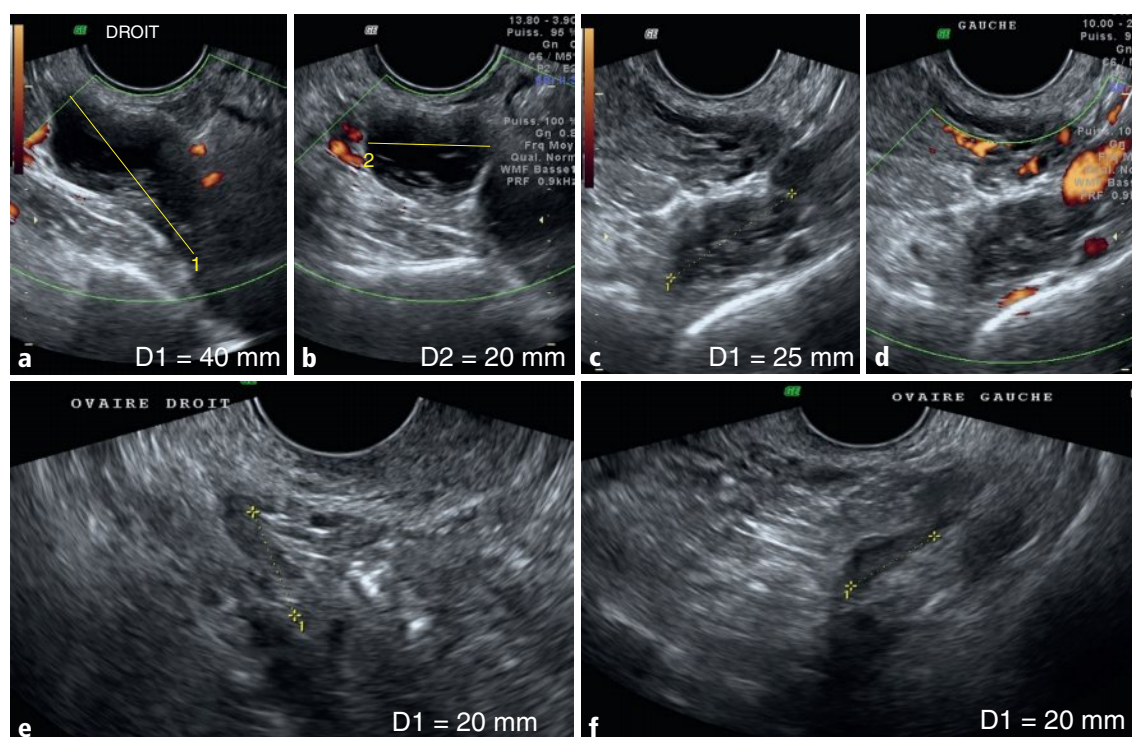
a-f Coupes pelviennes droite postérieures sagittale oblique (a) et axiale (b) en mode Doppler énergie, pelvienne gauche postérieure sagittale oblique en mode B (c) et Doppler énergie (d). Ovaires droit (d) et gauche (e).
